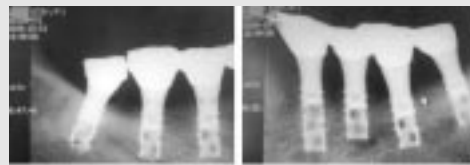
식립 후 16년 경과된 Intraoral radiograph (2006년 11월)
